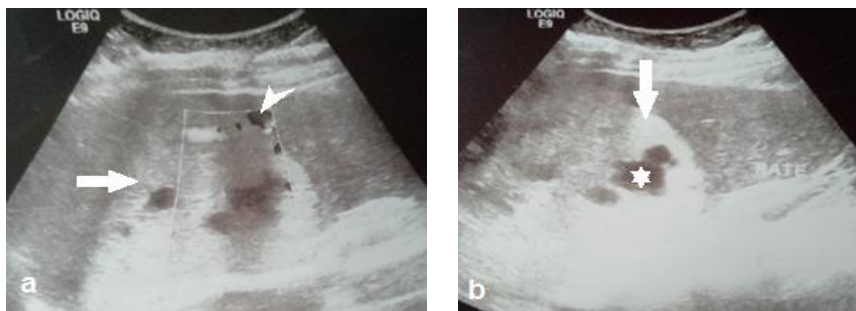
Images échographiques avec le mode Doppler (a) et sans Doppler (b) montrant une volumineuse masse splénique (flèche), ovale, bien limitée, hyper échogène hétérogène, vascularisée en mode Doppler couleur (tête de flèche) et renfermant des zones micro kystiques éparses, de taille variable (astérisque).
